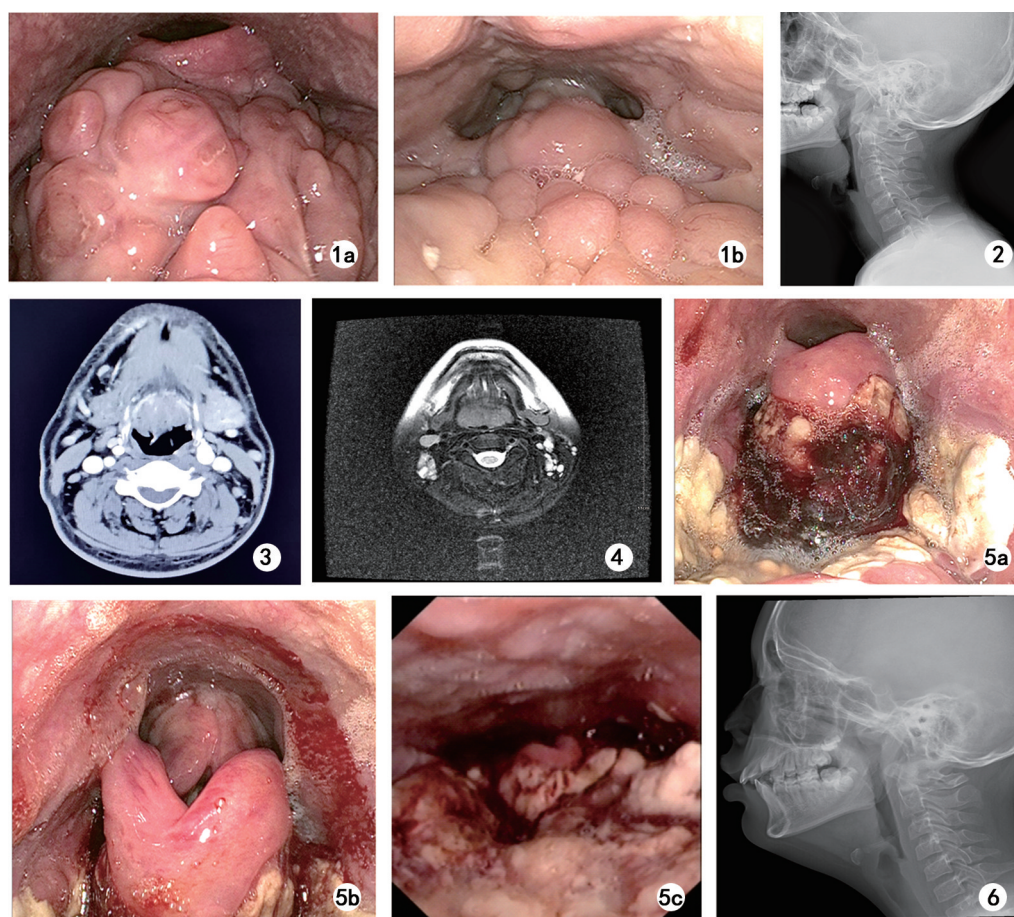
术前电子鼻咽喉镜检查 1a:舌扁桃体肥大Ⅲ度,淋巴组织覆盖整个舌根部;1b:舌扁桃体肥大Ⅳ度,淋巴组织遮盖会厌,会厌不可见 图 2 术前鼻咽侧位片,舌扁桃体肥大Ⅳ度,淋巴组织遮盖会厌,会厌不可见 图 3 术前咽喉部 CT 示舌根局限性膨隆 图 4 术前 MRI 图 5 术后复查电子鼻咽喉镜 5a,b:术后第 3 天;5c:术后第 6 天 图 6 术后第 3 天鼻咽侧位片
